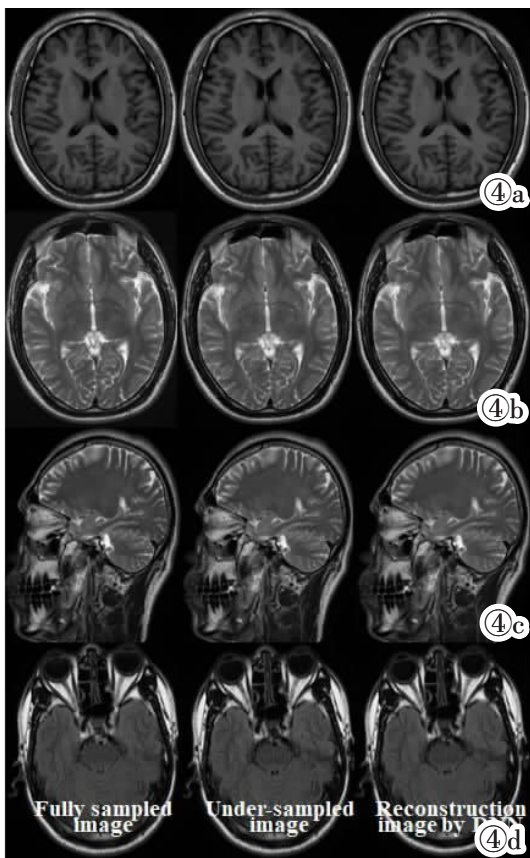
头部常规序列对应的满采图像(AV=2)、加速欠采样(AV=1 且 SENSE=1.5)图像和 DNN 模型重建图像(AV=1,SENSE=1.5)。图 4a:T₁ IR-TSE Tra,图 4b:T₂ TSE Tra,图 4c:T₂ TSE-Sag,图 4d:T₂ FLAIR Tra。
